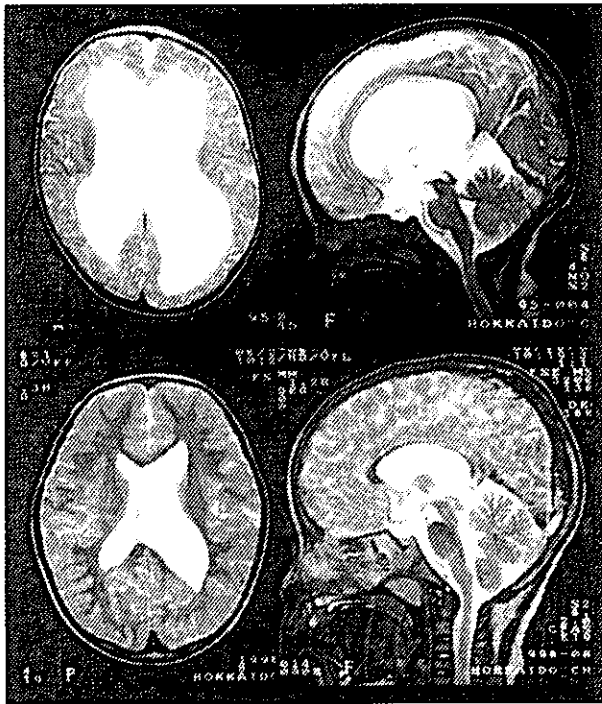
Group II Endo加療例のMRI所見
